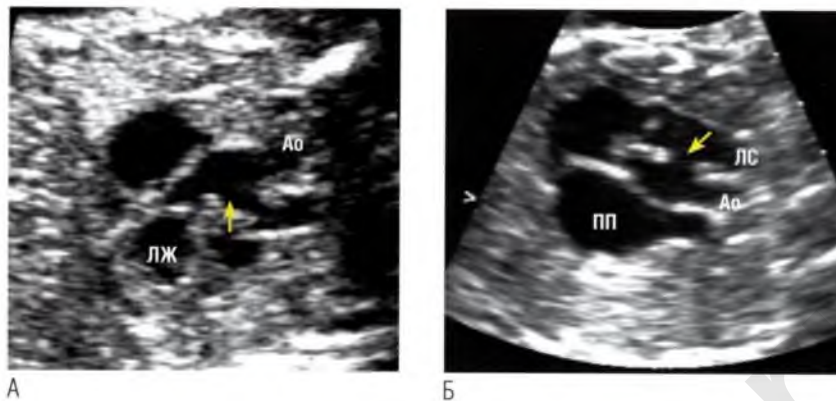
Результаты эхокардиографии при дефекте аортолегочной перегородки нередко сложно трактовать. (А) Магистральный сосуд, отходящий от левого желудочка (ЛЖ), как будто рано делится на ветви (*стрелка*). Можно предположить транспозицию магистральных сосудов, однако этот сосуд продолжается в дугу аорты, что исключает транспозицию магистральных сосудов. Может быть, это вариант общего артериального ствола? Однако на (Б) четко видны два отдельно сформированных артериальных клапана, а на других ультразвуковых срезах межжелудочковая перегородка была интактна. (Б) На этом срезе показана суть врожденного порока сердца: между аортой (Ао) и легочным стволом (ЛС) есть отверстие (*стрелка*) — дефект аортолегочной перегородки. Перечисленные ультразвуковые признаки типичны для такого редкого порока. Раннее деление аорты на ветви является ложным и возникает из-за дефекта аортолегочной перегородки. ПП — правое предсердие.
